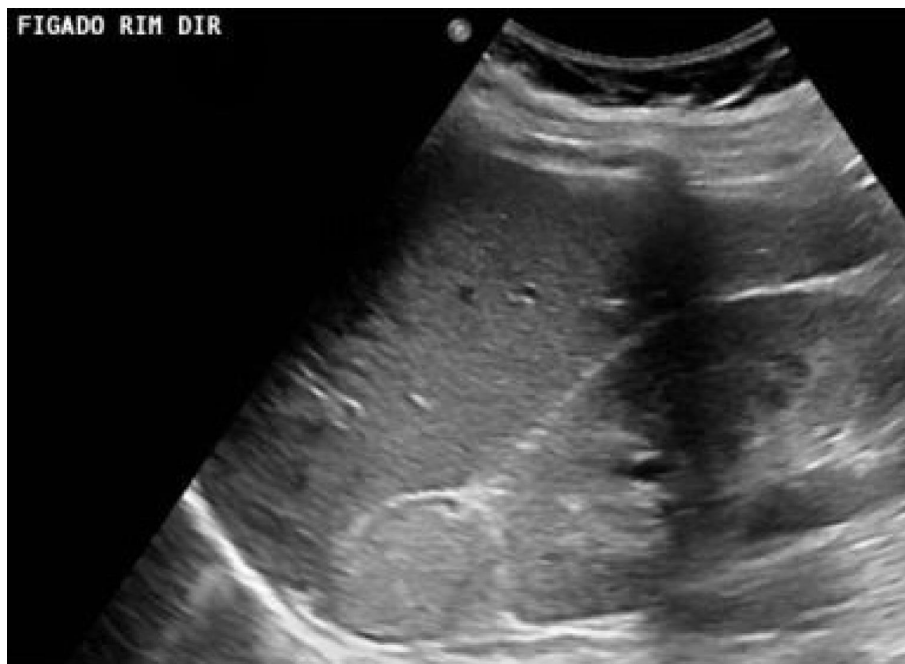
US inicial de abdome. Lesão nodular hiperecogênica em topografia adrenal direita, sem fluxo detectável ao estudo Doppler colorido (não representado na figura)
